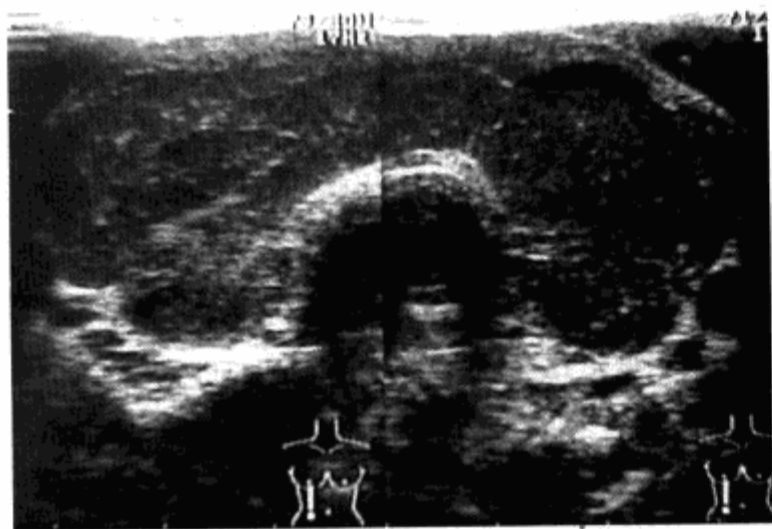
弥漫性甲状腺肿伴甲状腺功能亢进女，28 岁，超声检查示甲状腺呈弥漫性肿大，表面光滑，包膜完整，内部回声尚均匀
